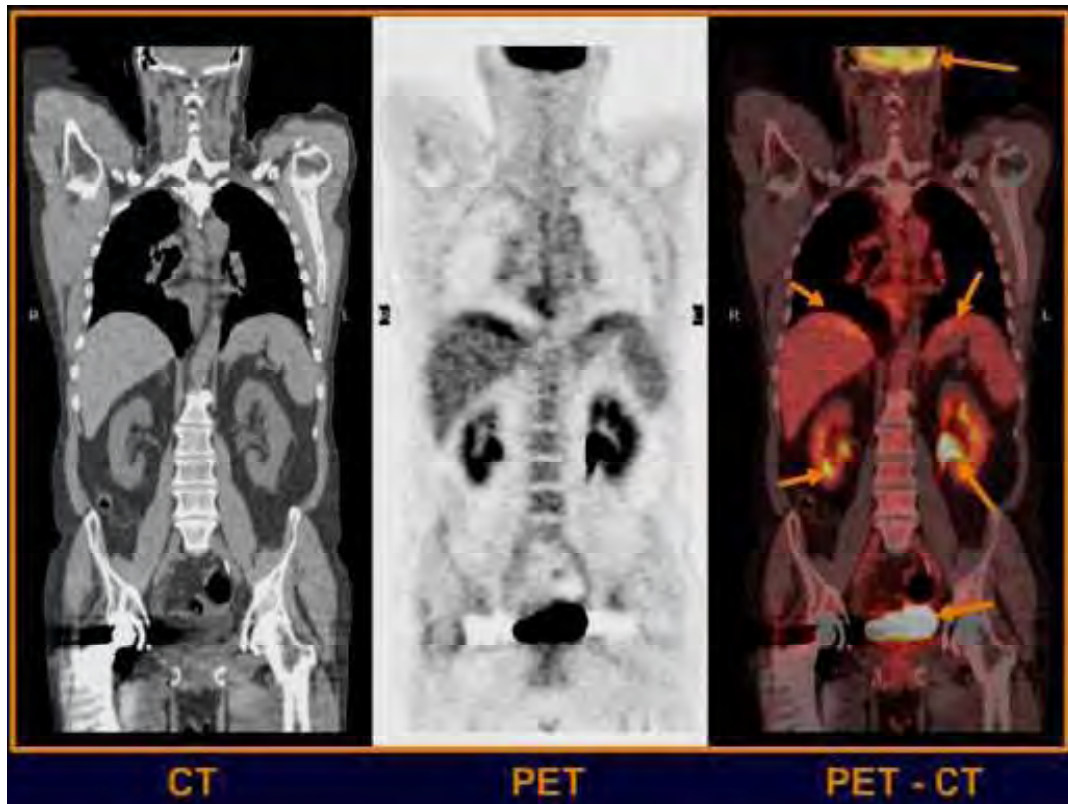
Estudio PET/CT⁹
